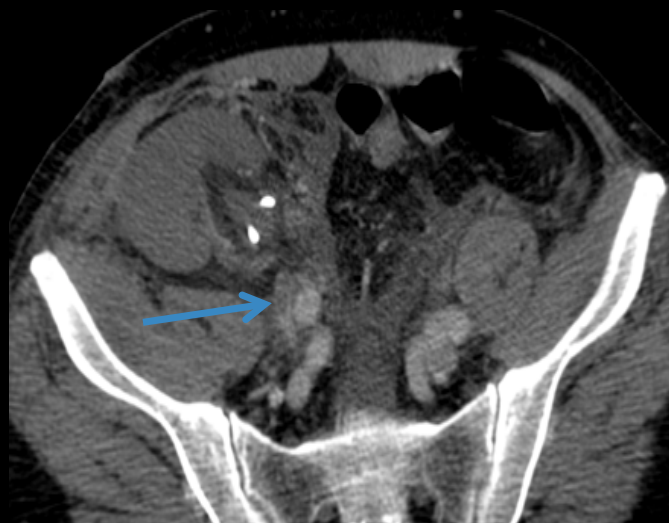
Reconstrucción axial de TC con contraste. Se visualiza en FID el injerto renal de aspecto globuloso y nefrograma abolido. Asimismo, se objetiva trombosis de la vena renal desde la anastomosis (flechas azules).
